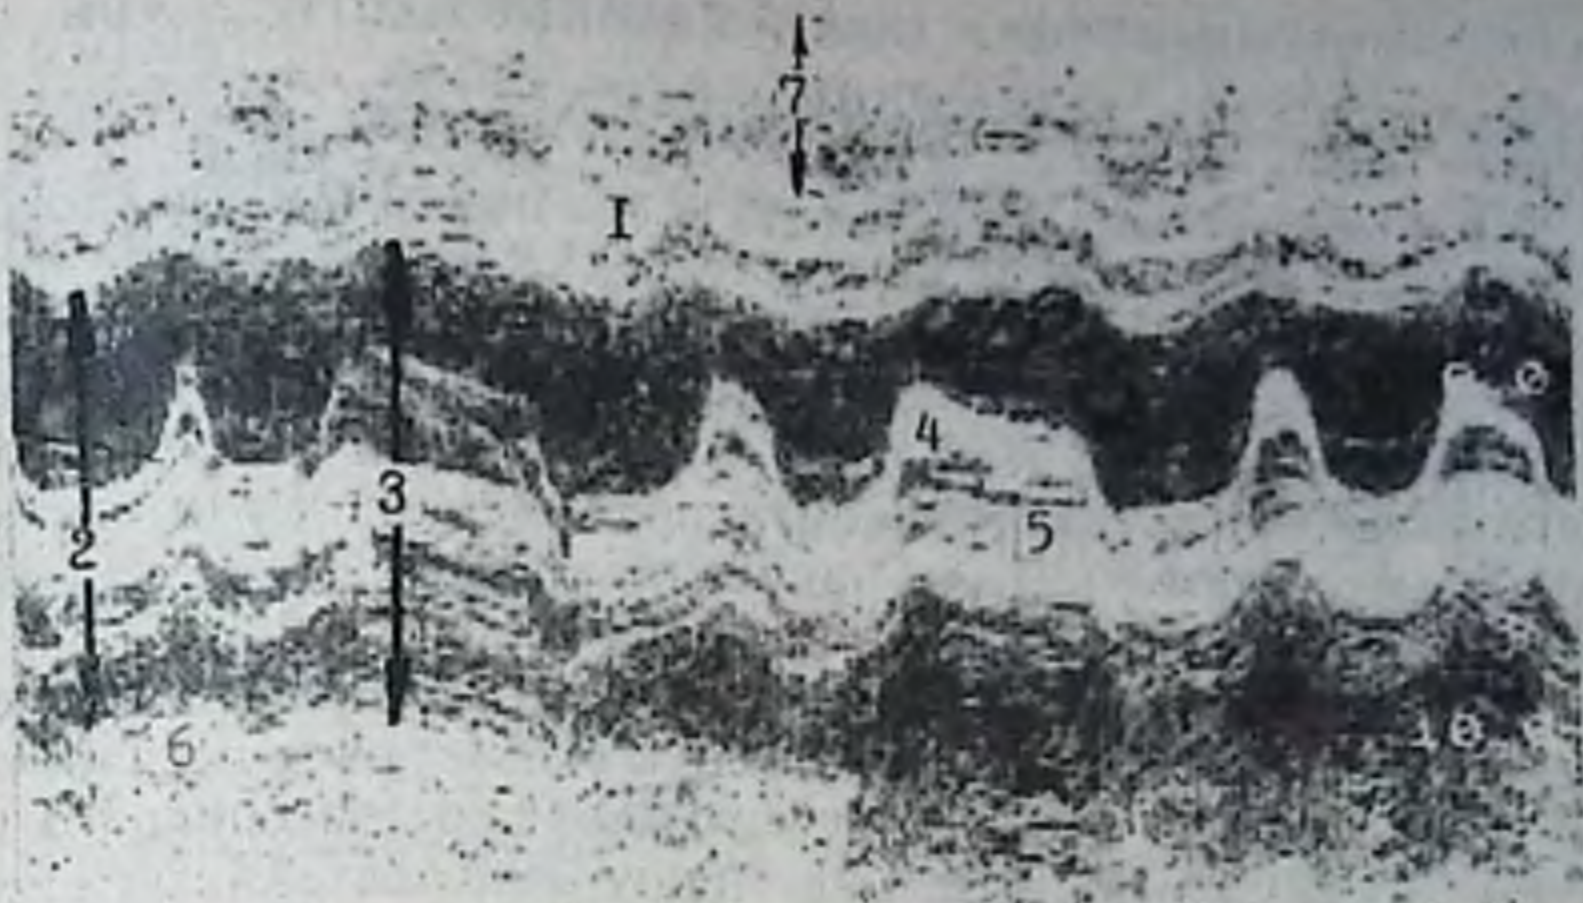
Эхокардиография сердца. Митральный порок сердца (стеноз) с мерцательной аритмией:
